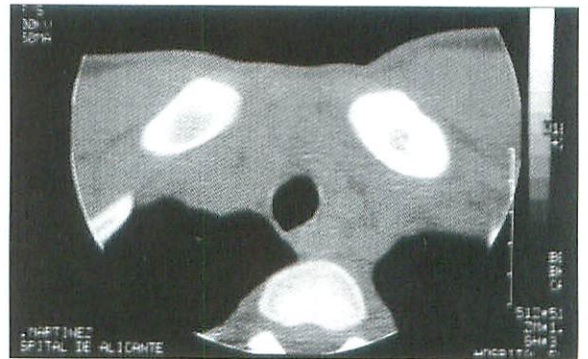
TAC a los 4 meses dónde se mantiene la simetría entre ambas articulaciones.
